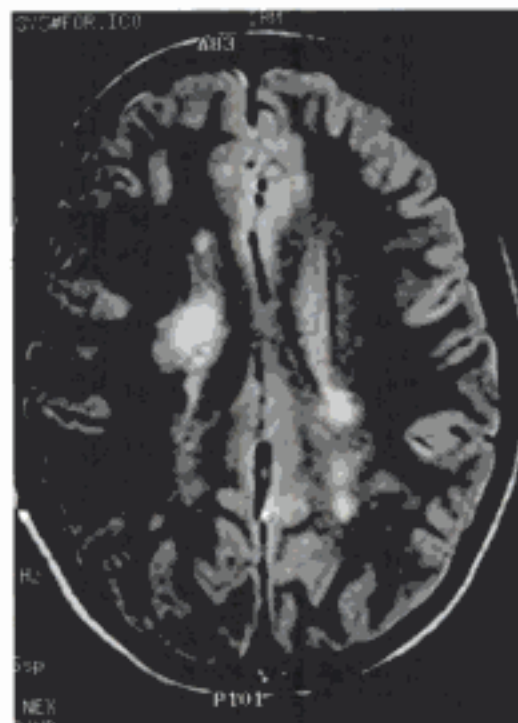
Plaques de démyélinisation de la substance blanche apparaissant en hypersignal sur les coupes horizontales en T₂ en IRM.
